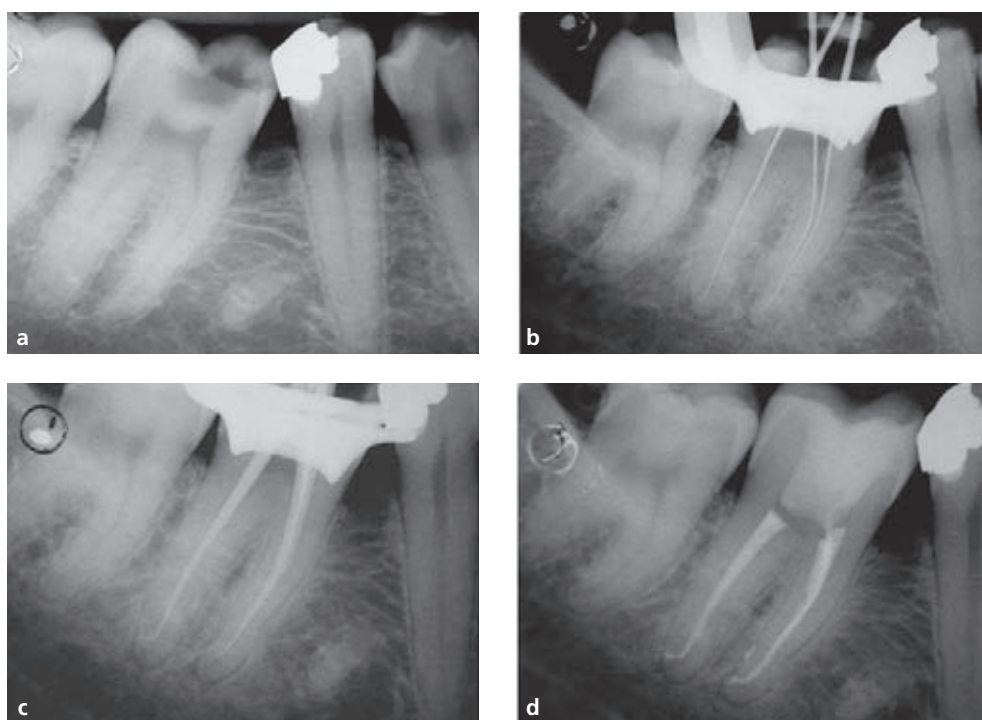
Le caratteristiche del caso – canali lunghi con diametri canalari ridotti, se non stenotici (a), presenza di curvature ad angolo e raggio di curvatura ridotti confermati dalla radiografia intraoperatoria (b) e sospetto di confluenze – suggeriscono indici di maggiore difficoltà nella strumentazione che è stata così realizzata: canali mesiali (terzo coronale .08, terzo medio .06, terzo apicale .04 con diametro apicale .30) e canale distale (.08, terzo medio .06, terzo apicale .04 con diametro apicale .25). (c) Prova dei coni master. (d) Radiografia di controllo postoperatoria.
